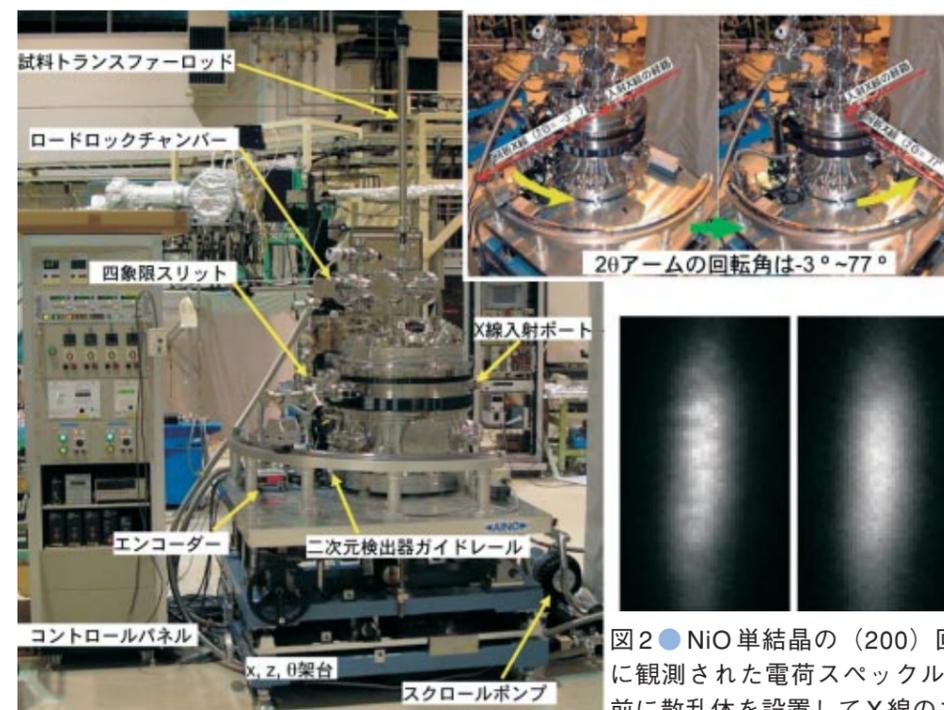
● 試作したX線回折スペックルチャンバー (平成18年度) 低下させるとスペックルは消失した (右)。
